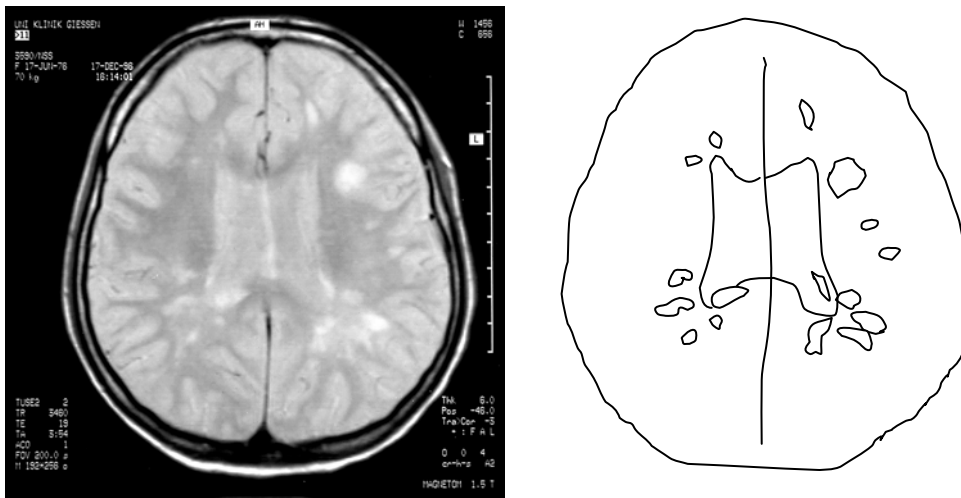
MRT-Scan mit MS-Herden und (auf Millimeterpapier) übertragene Herdflächen zur Flächenauswertung
